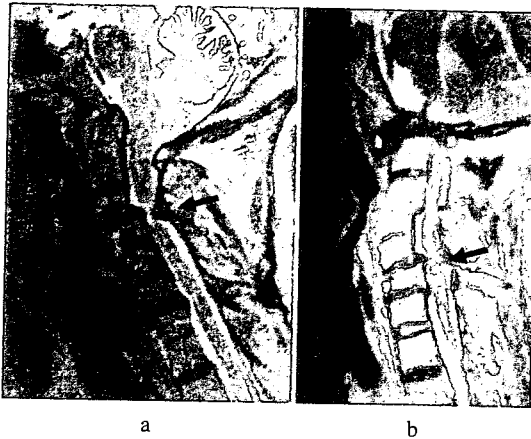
MRI T2強調画像による髄内高輝度信号部位
